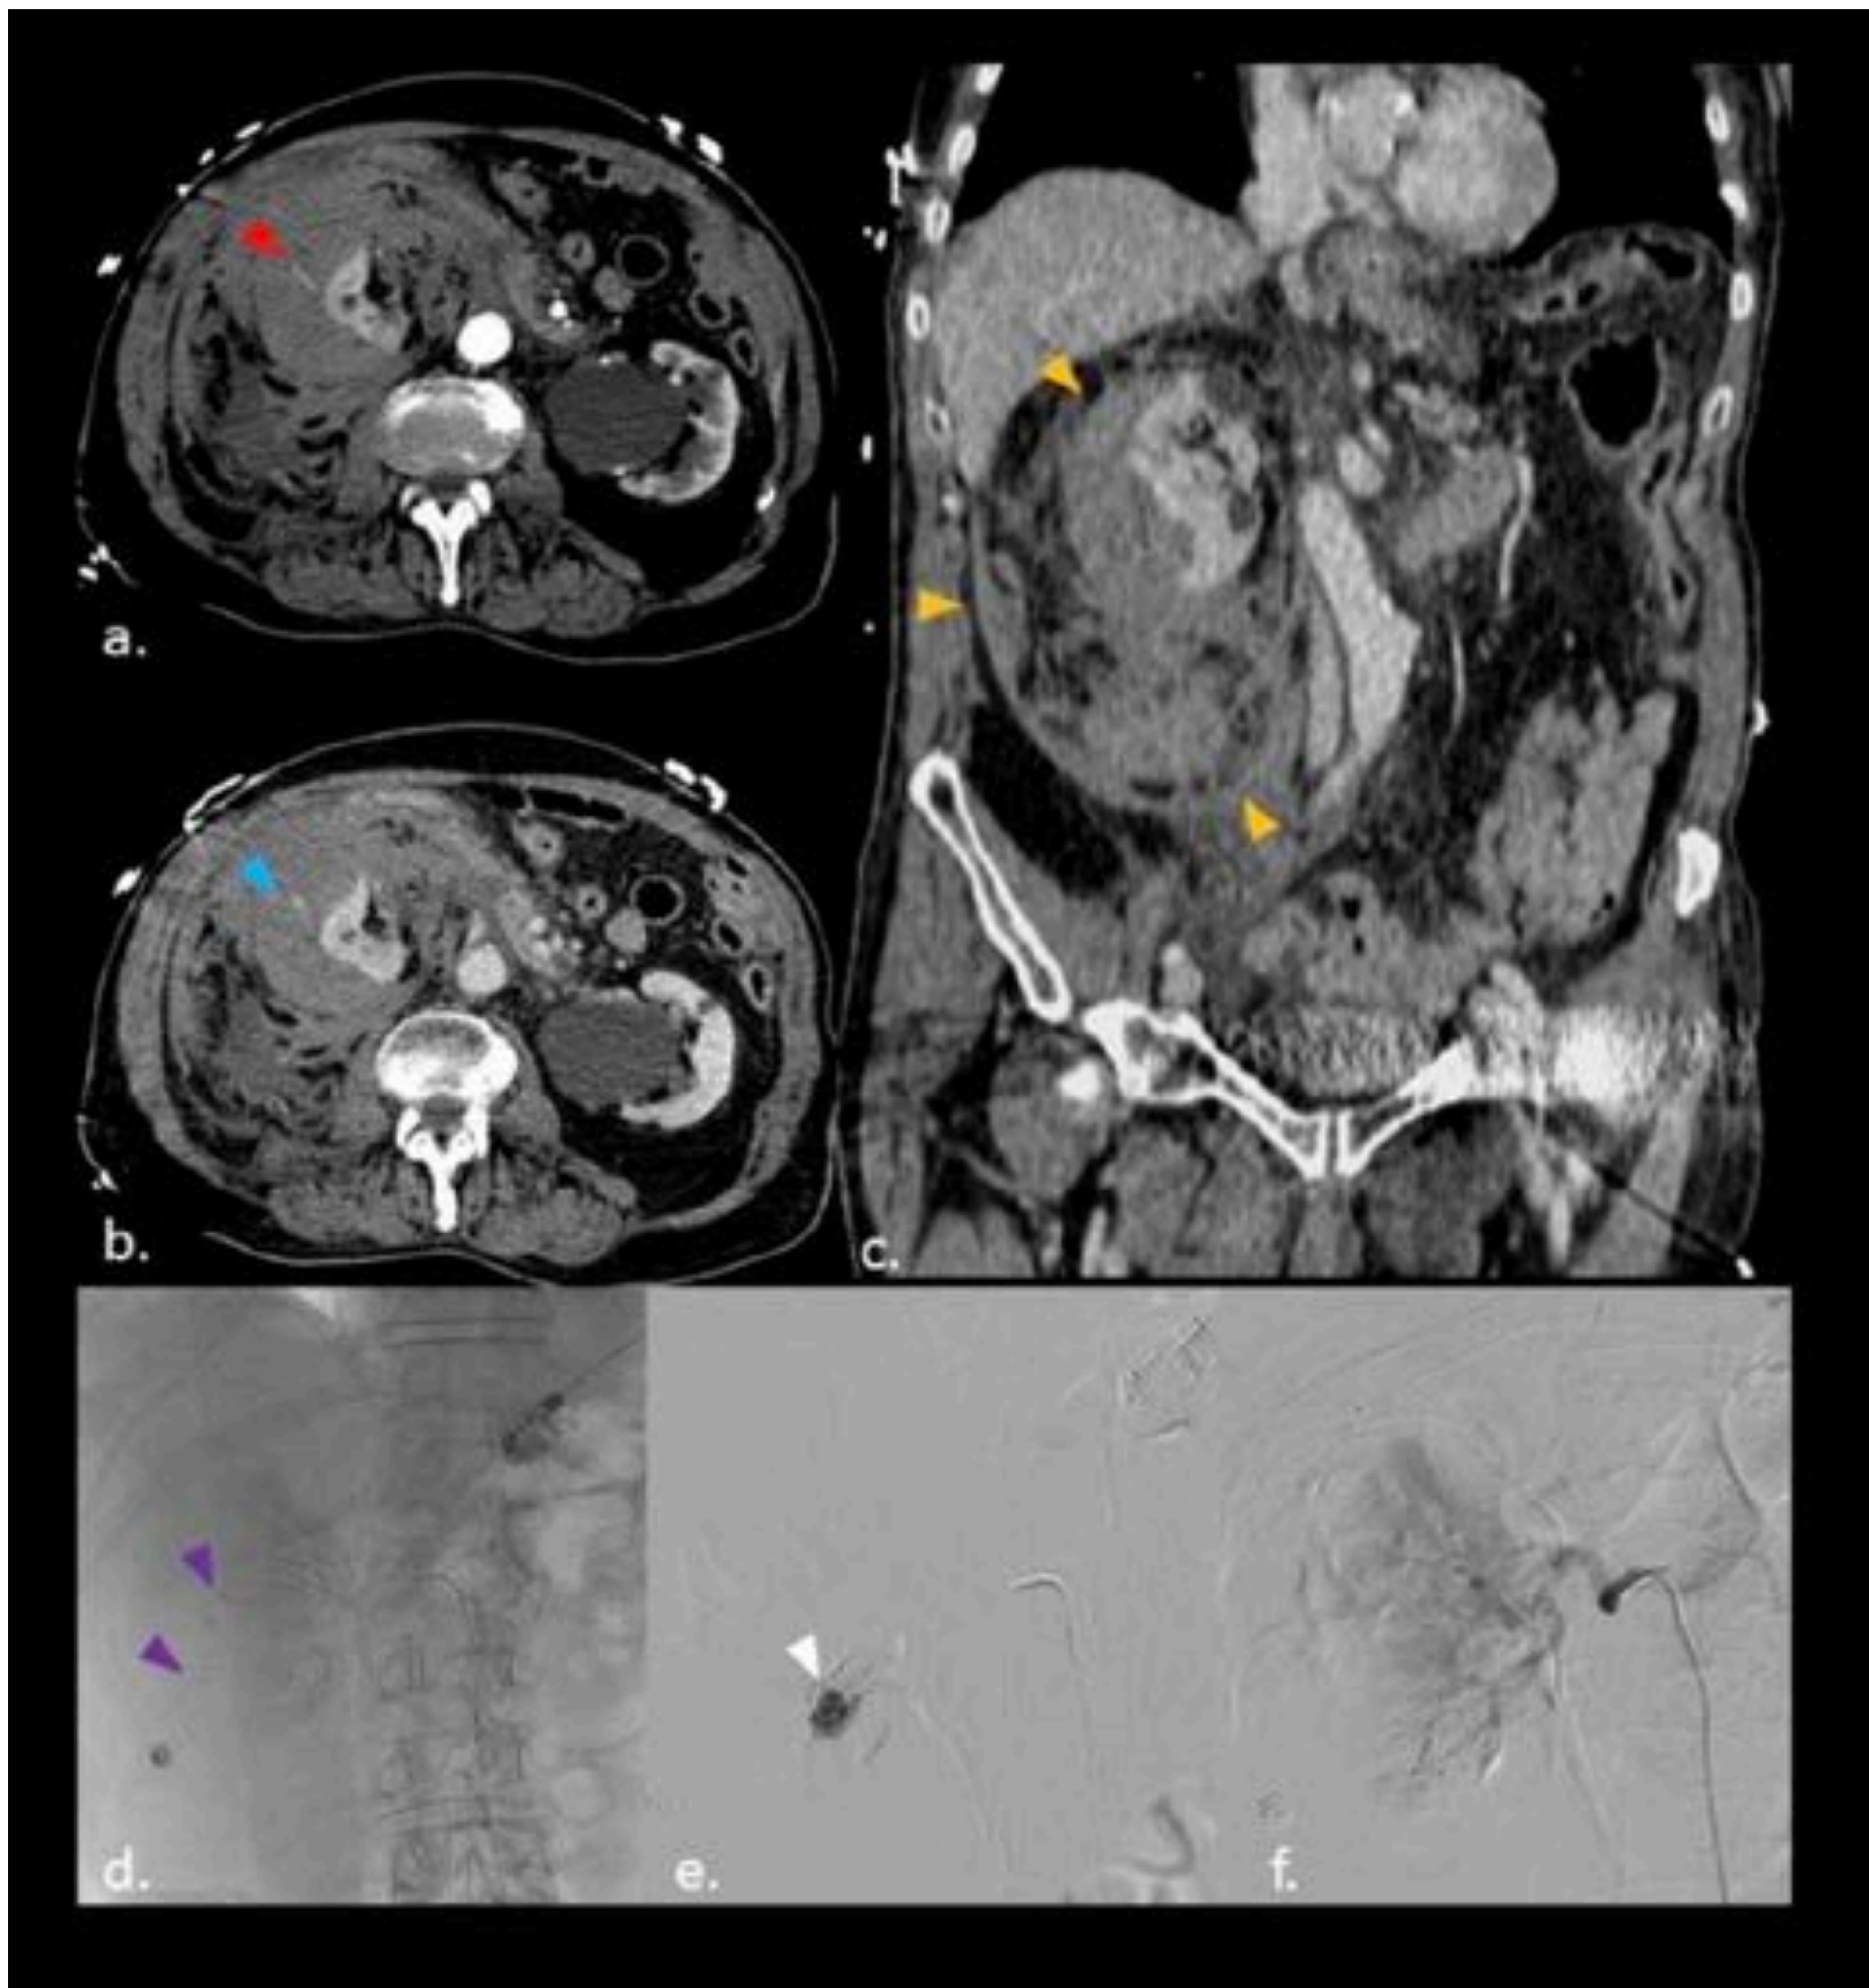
Varón de 85 años en tratamiento anticoagulante por fibrilación auricular, que experimenta hipotensión y dolor abdominal. TC axial con contraste intravenoso muestra un hematoma retroperitoneal. Imagen axial en fase arterial revela focos hiperdensos (punta de flecha roja, a) que aumentan en la fase venosa, (punta de flecha azul, b). TC coronal con contraste muestra la extensión del hematoma (punta de flecha amarilla, c). Angiografía selectiva de la arteria renal derecha previa a la embolización (d) y tras la misma (f), muestra el sangrado activo (puntas de flecha moradas) y el cese completo de la extravasación de contraste tras la embolización. Angiografía supraselectiva también demuestra el sangrado activo (e).
